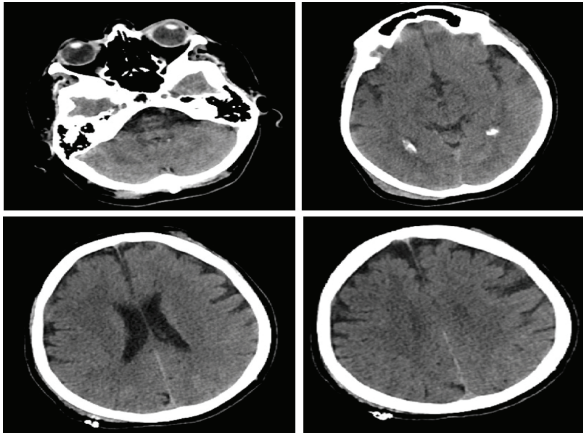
CT scan of the patient (Reported normally by radiologist)
